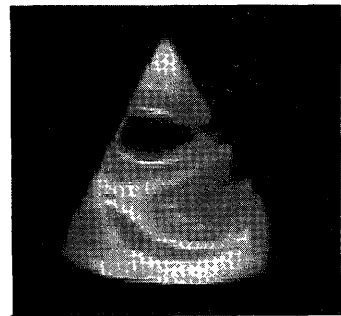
二次元アレイ探触子を用いた、リアルタイム三次元超音波像 (肺塞栓血栓切除術前の三尖弁と僧房弁) (写真提供: PHILIPS Medical Systems Japan)
